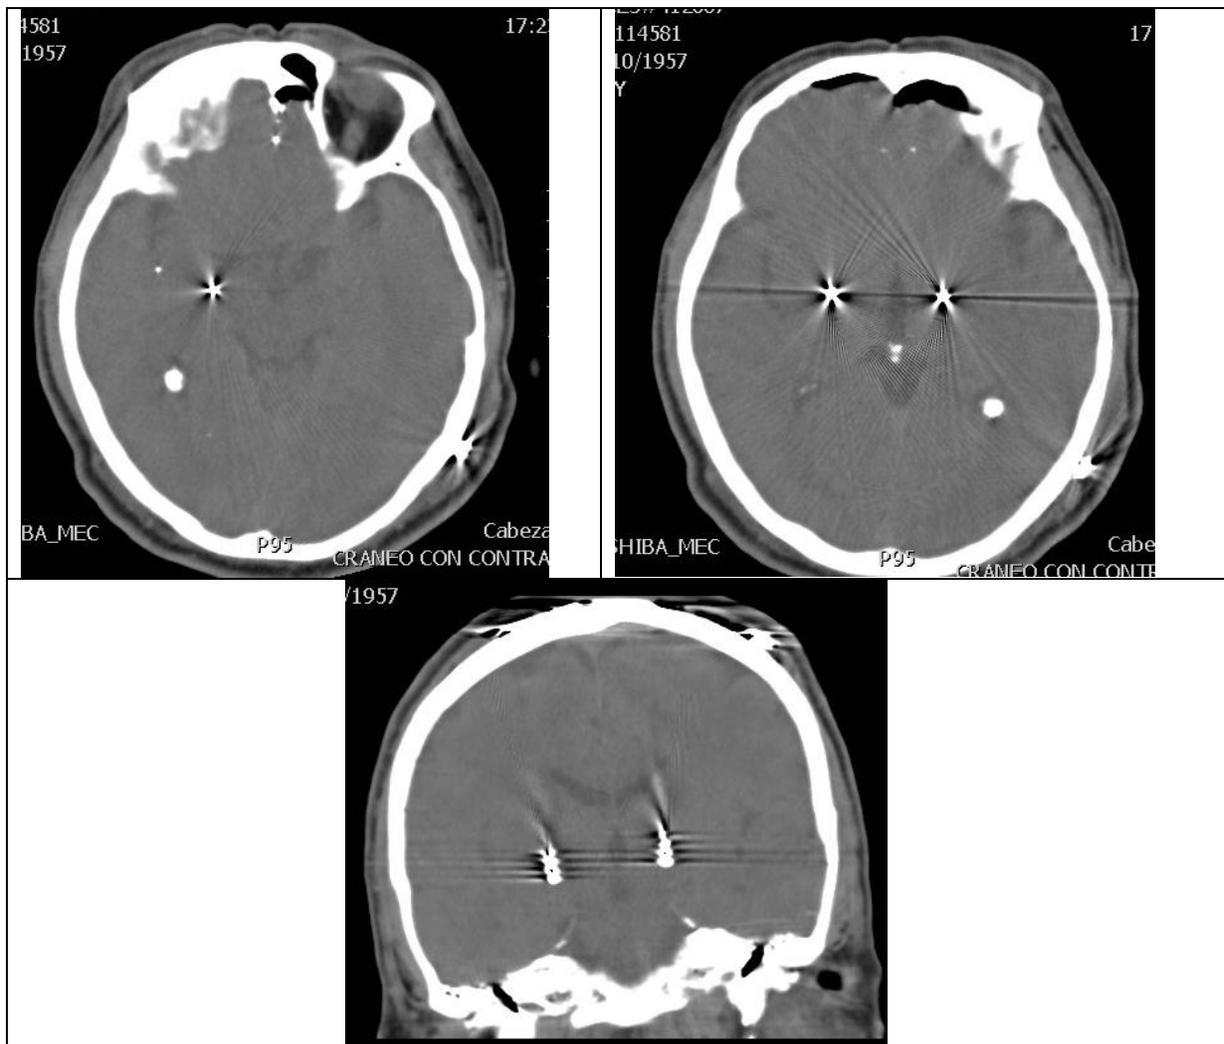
Las imágenes superiores muestran tomografías en cortes axiales del cerebro; la imagen inferior, tomografía en cortes coronales. El estudio muestra ambos polos dentro del GPi, aunque la punta del electrodo derecho se localiza aproximadamente 5 mm inferior al izquierdo, el cual se encuentra aproximadamente 3 mm más medial y en las proximidades de la cápsula interna.
